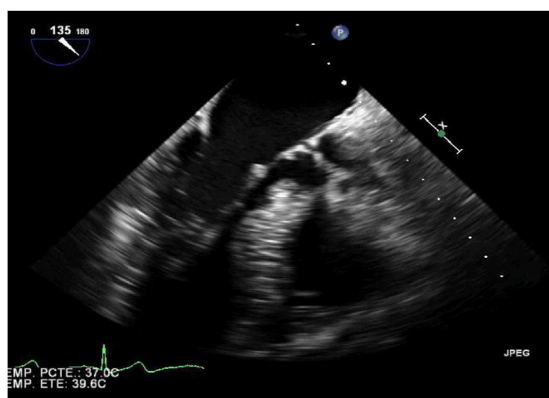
Ecografía transesofágica donde se observa engrosamiento septal asimétrico.
